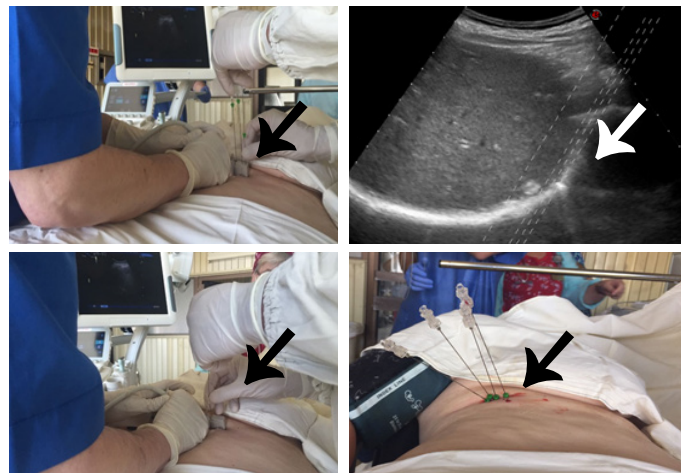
Предварительный этап. Позиционирование игл под контролем ультразвукового сканирования в режиме реального времени с использованием направляющего адаптера. Разметка опухолевого очага при УЗИ печени перед абляцией (пунктирные линии).
